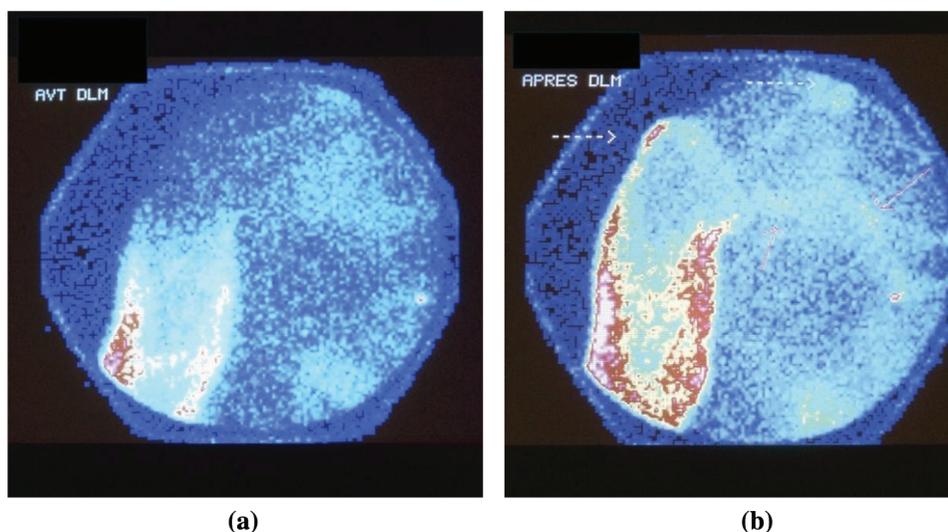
(a) Lymphoscintigraphie d'un lymphœdème avant drainage lymphatique manuel; (b) Même cas après drainage lymphatique manuel, amélioration du drainage sans injection des nœuds axillaires
